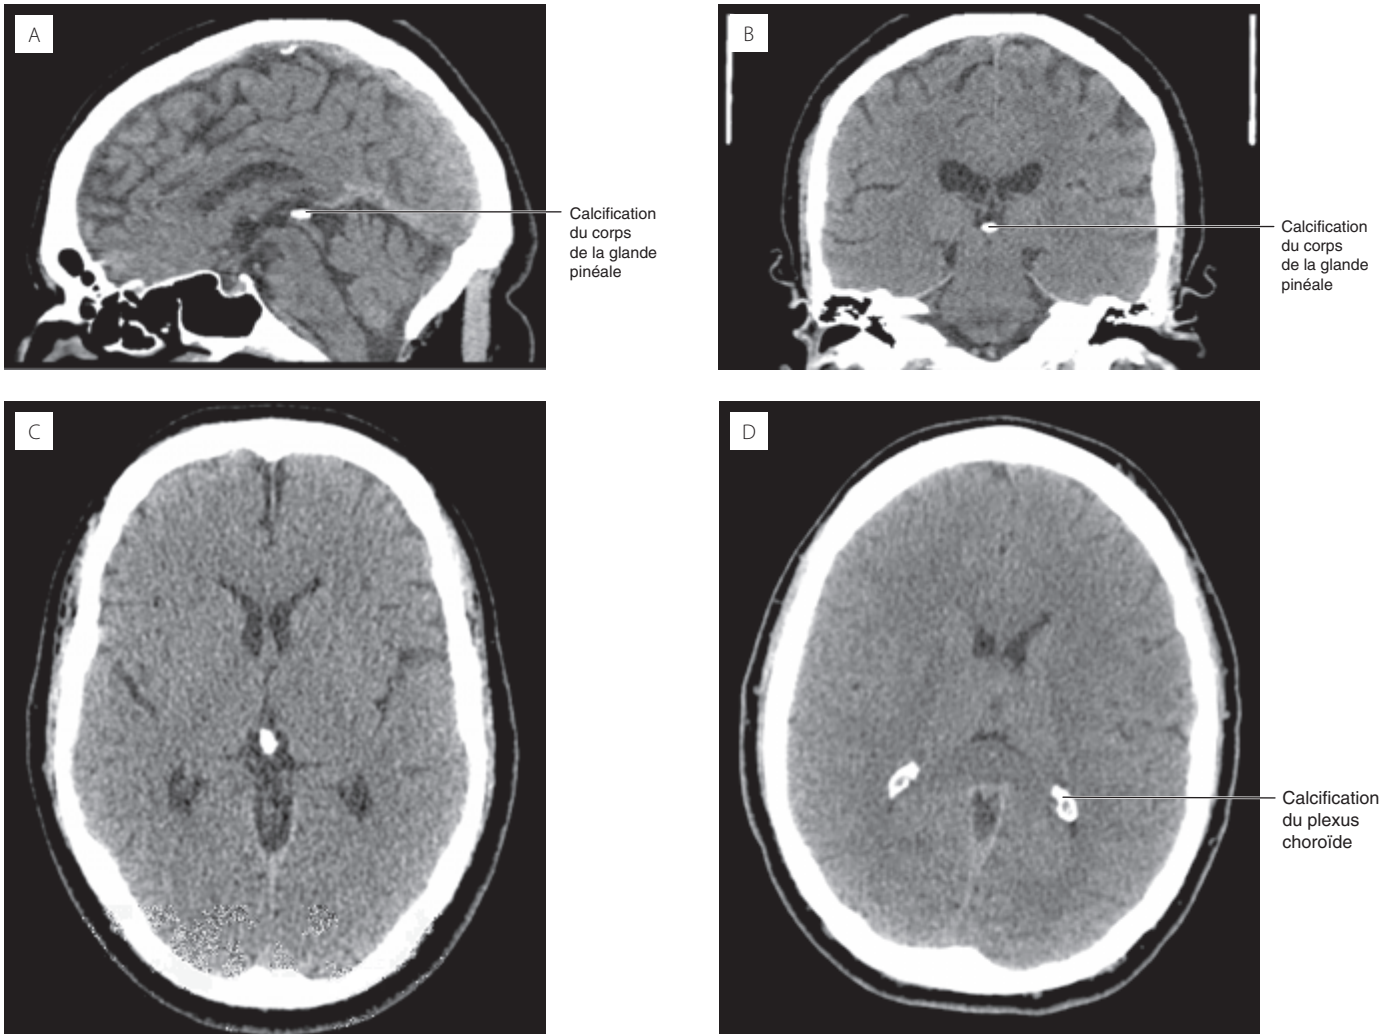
TDM montrant une calcification du corps de la glande pinéale en coupe sagittale (A), en coupe frontale (B), en coupe transversale (C), et une calcification choroïdienne en coupe transversale (D).
